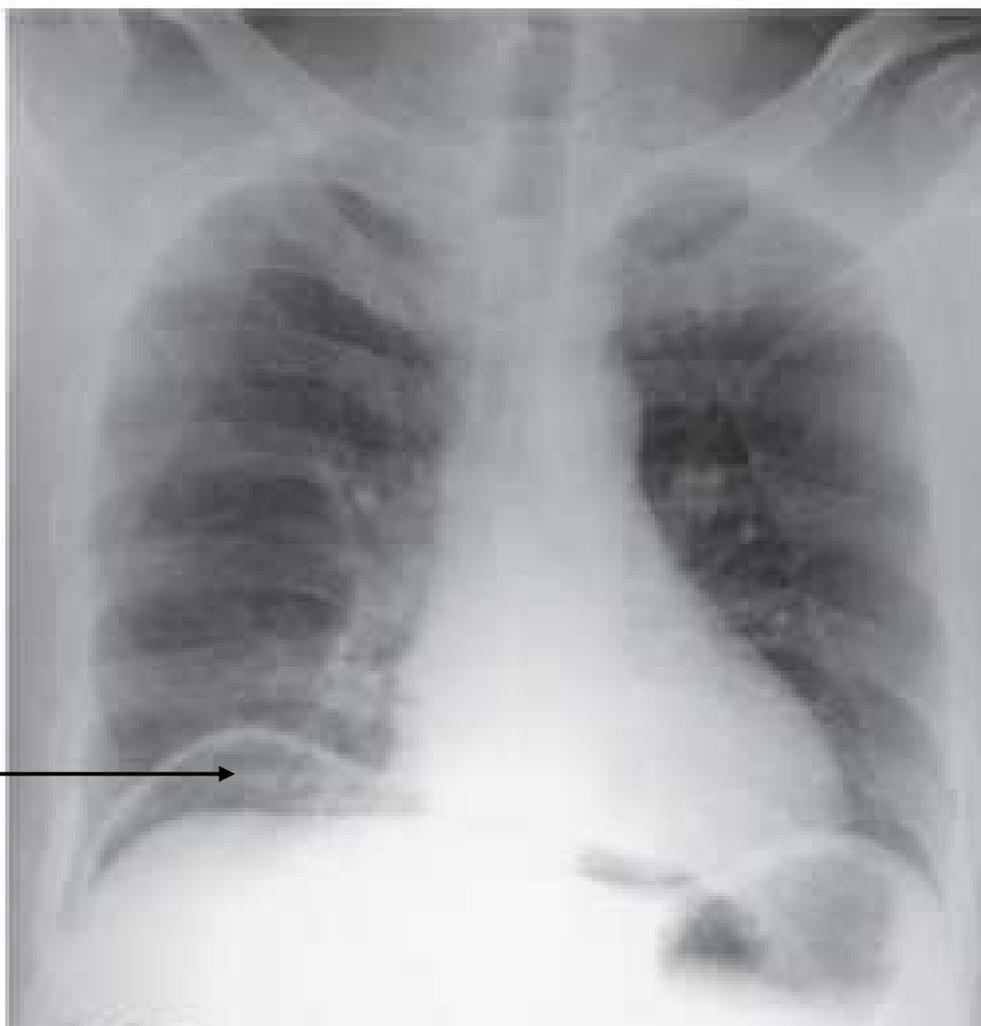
Image radiographique d'un croissant gazeux inter-hépatodiaphragmatique témoignant un pneumopéritoine
